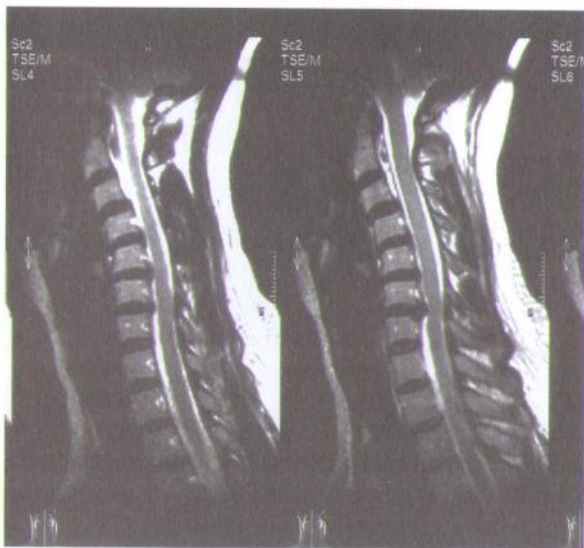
МРТ больного с дегенеративным стенозом позвоночного канала в сочетании с кифотической деформацией позвоночника.
